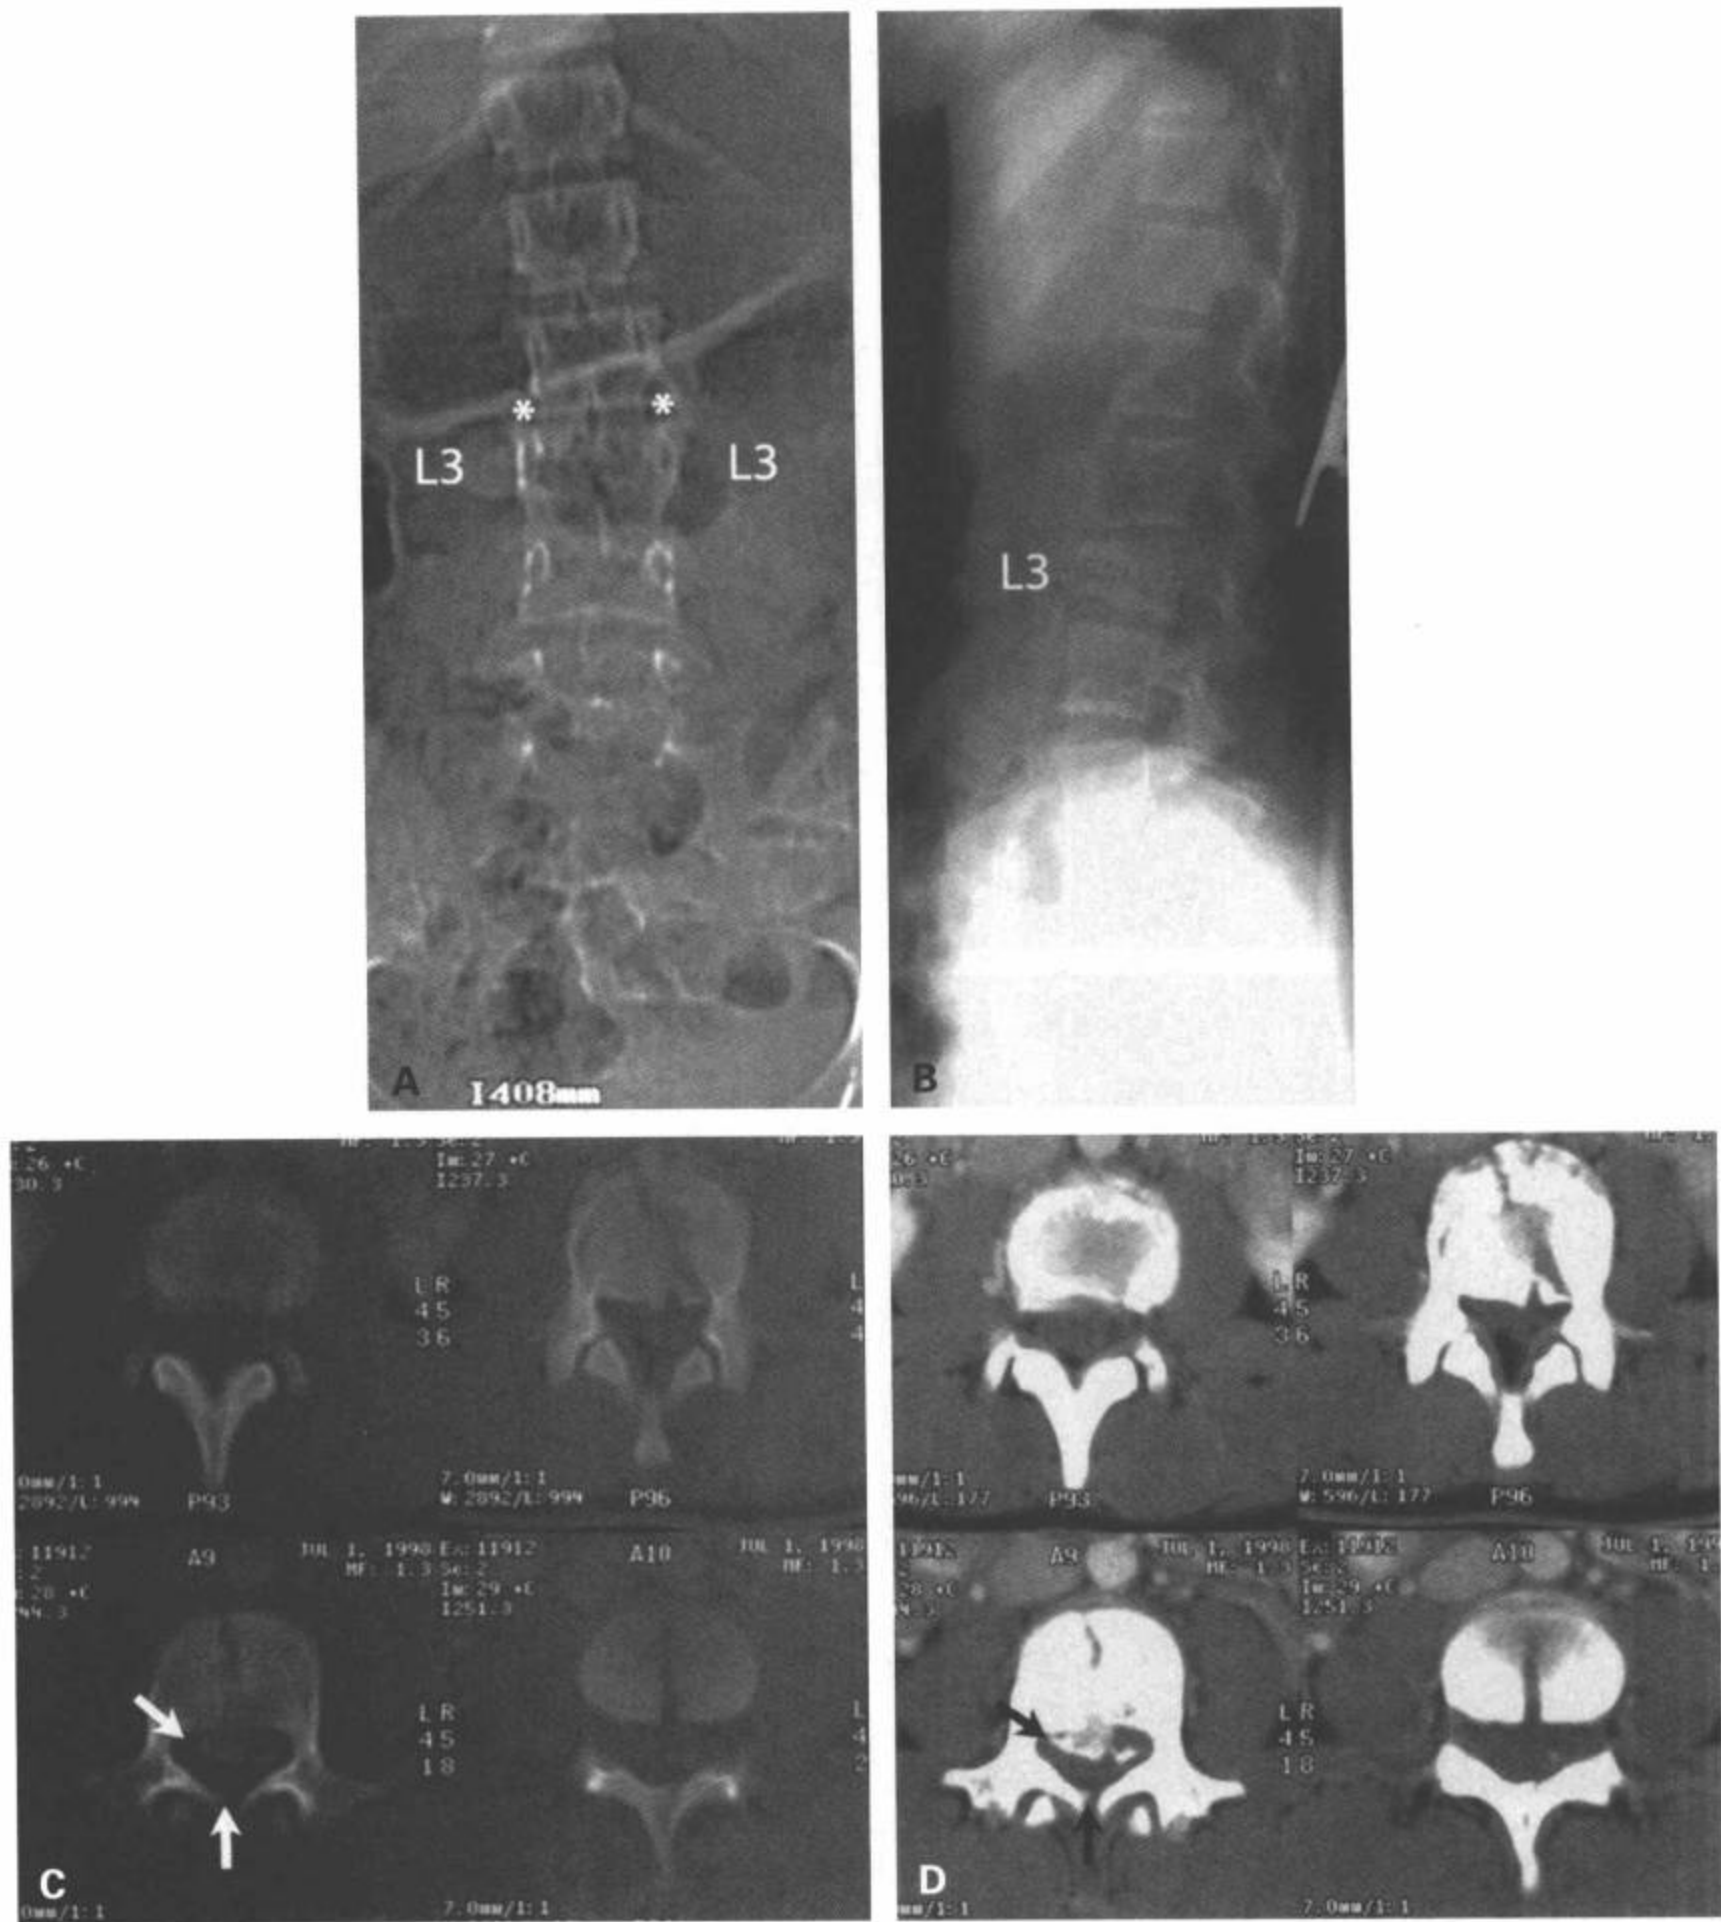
L3 爆裂型骨折。15 岁儿童，在汽车事故中受伤。前位 (A) 和侧位腰椎平片 (B) 显示 L3 椎体形态异常，L3 椎弓根间距增宽 (A 中星)，腰椎侧位片 (B) 上显示 L3 椎体高度减低，CT 横断面骨窗 (C) 和同一图像的软组织窗 (D) 显示爆裂骨折层面的椎管狭窄 (箭)。(续)
